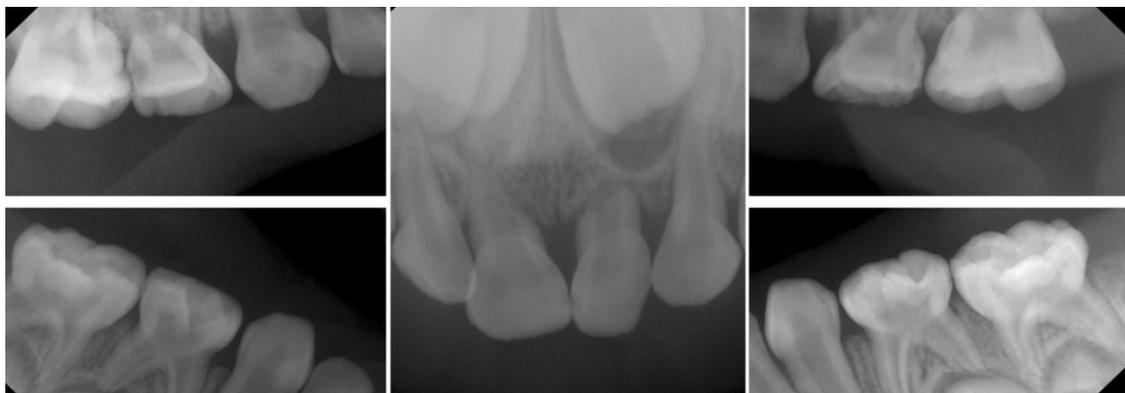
Intraoral radiography before treatment. - There were proximal caries on several primary molars and primary maxillary central incisors. Atypical root resorption were found in primary maxillary central incisors.
